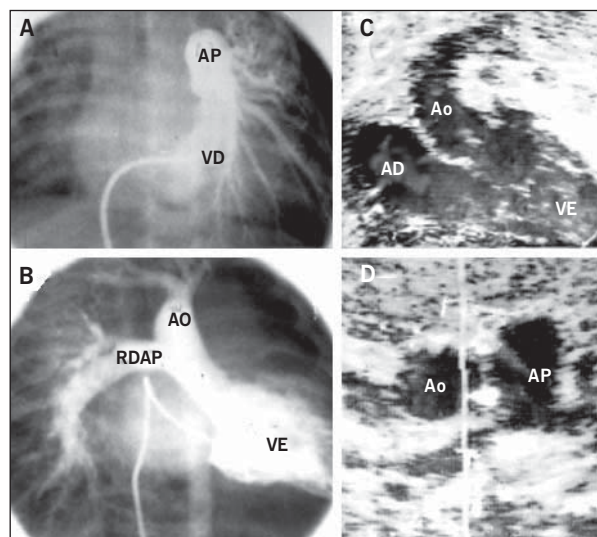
A) ventriculografia direita em sístole. Existe opacificação do tronco da artéria pulmonar bastante dilatado e também de seu ramo esquerdo. Não se visualiza o ramo direito da artéria pulmonar; B) ventriculografia esquerda. A partir desta cavidade emerge a aorta de onde se origina o ramo direito da artéria pulmonar que se encontra também aumentado de calibre; C) corte subcostal: não se identifica a origem anômala da artéria pulmonar direita da aorta ascendente. D) Ecocardiograma bidimensional pós-operatório no corte transversal paraesternal: presença da bifurcação normal do tronco da artéria pulmonar.
